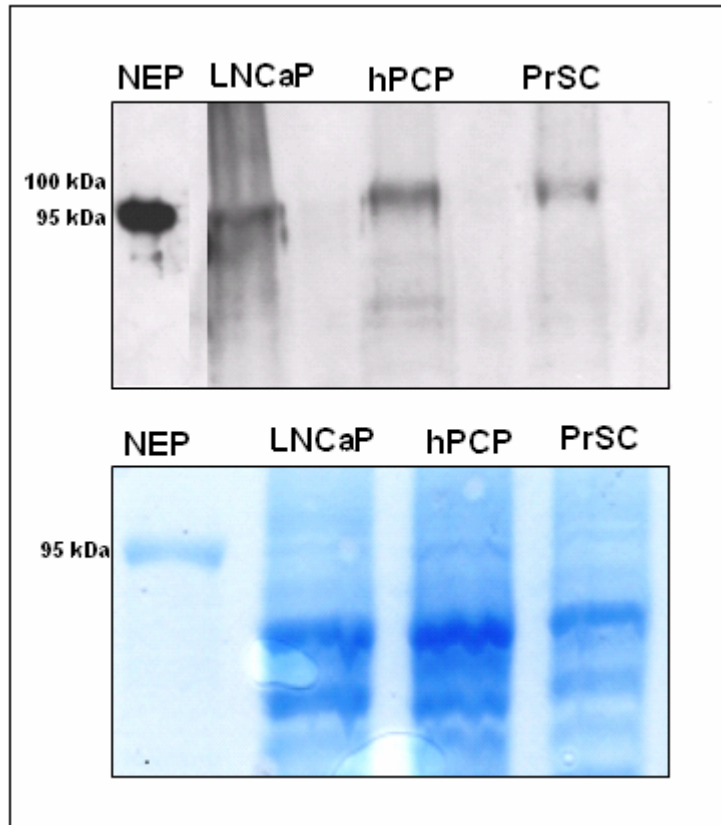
zeigt die Western-Blot-Analyse des NEP Proteingehaltes innerhalb der verschiedenen Zelllinien. Dargestellt sind oben der Blot nach Entwicklung des Röntgenfilmes und unten die Coomassie-Blau-Färbung.
